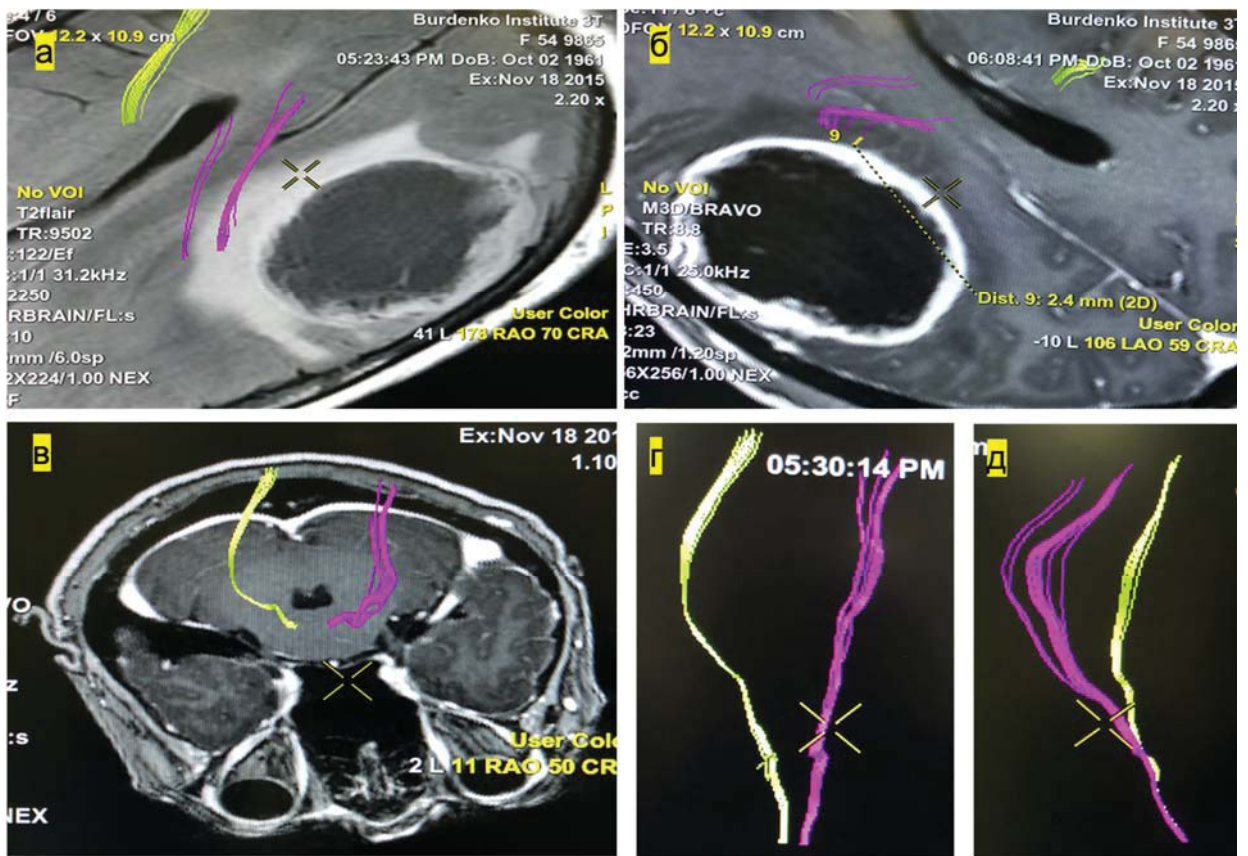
МРТ до операции у пациентки с внутримозговой опухолью левой теменной доли. 3D-реконструкция КСТ (правый тракт – салатовый, левый, находящийся на стороне поражения – фиолетовый):
